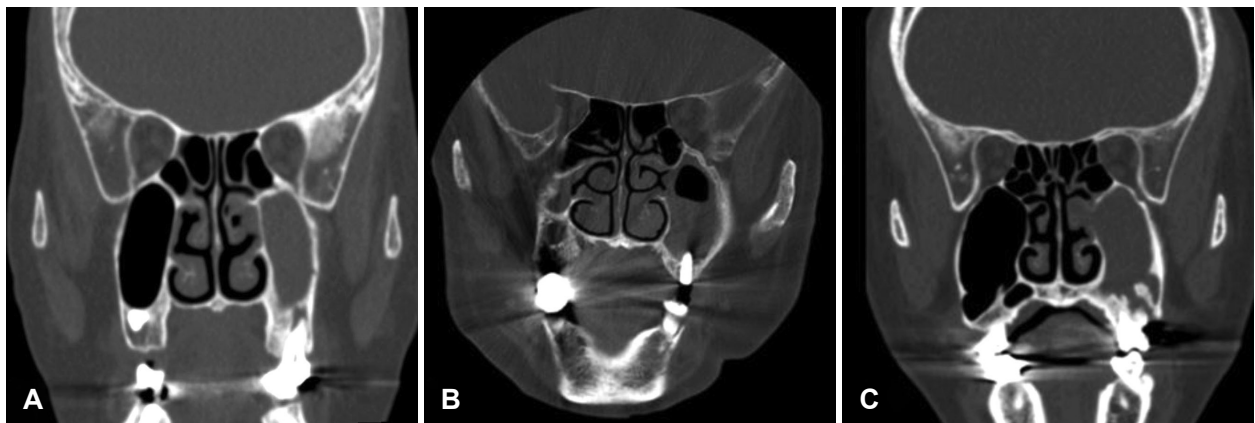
Odontogenic sinusitis identified by coronal view of paranasal sinus CT. A: Periapical lucency in left maxillary sinus floor. B: Implant protruding into the left maxillary sinus. C: Endodontic-maxillary erosion in left maxillary sinus.
